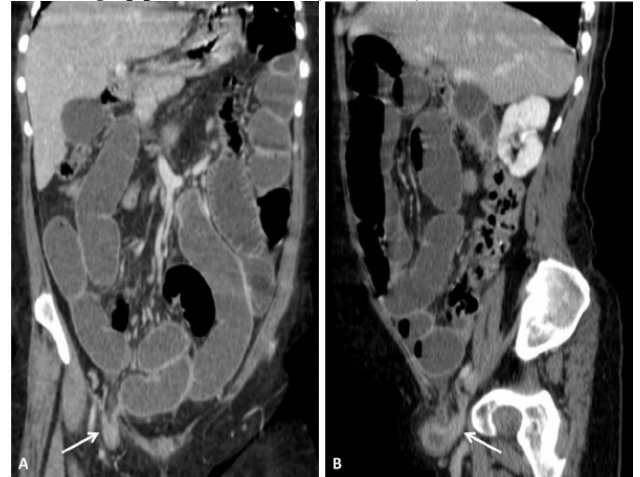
45 yaşında erkek hasta, brid ileus, Aksial (A, B) Koronal (C) BT Enterografi, hipodens bant (ok) izleniyor
